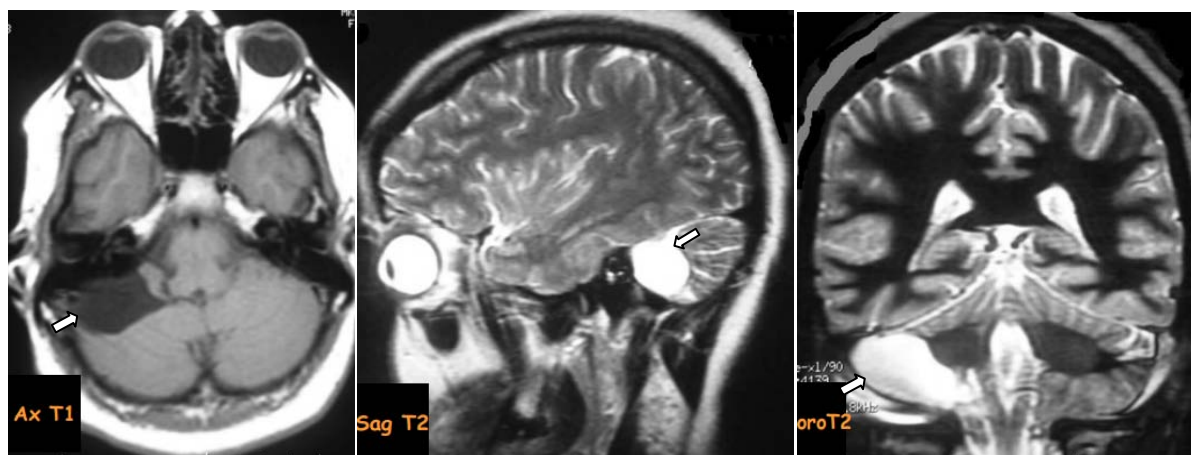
IRM cérébrale en séquence T1 axiale et T2 sagittale et coronale montrant un kyste arachnoïdien (flèche) chez un enfant de 9 ans.
